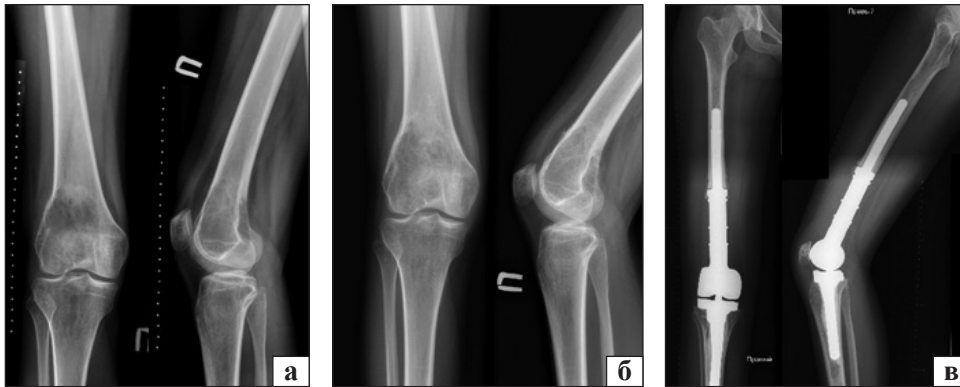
Рентгенограми хворої Б., 28 років: а) на момент надходження; б) після неoad'ювантної терапії; в) після операції
